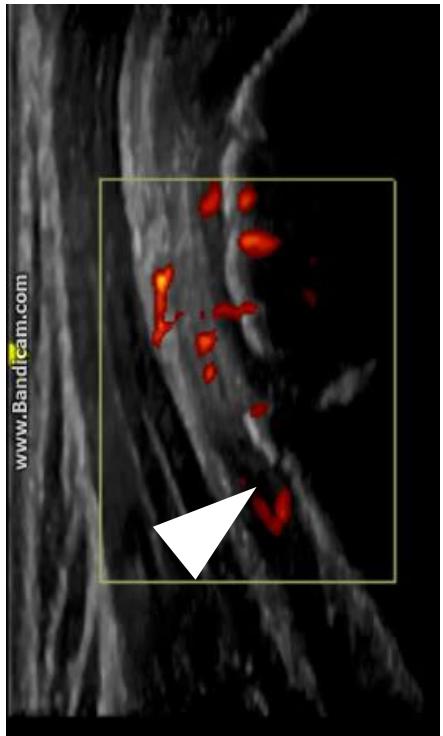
図 右膝蓋腱炎 17歳男性 野球部捕手 オスグッド・シュラッター病の既往あり、X線で遊離体を認めるが、エコーにて同部はドプラ陰性で、圧痛点に一致した膝蓋腱近位の腫大と著明なドプラを認めた。MRIにて膝蓋骨下極の骨髓浮腫も強い。ジャンプしない捕手だが、膝深屈曲位から瞬時に立ち上がる動作の繰り返しが原因であった。
